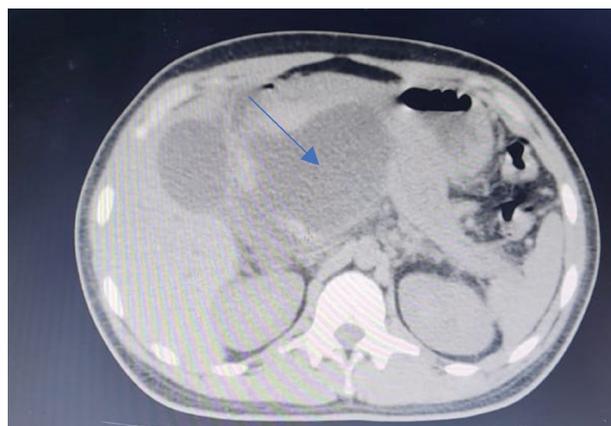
Tomografía abdominal; corte axial con pseudoquiste pancreático con un volumen de 230 cc.
